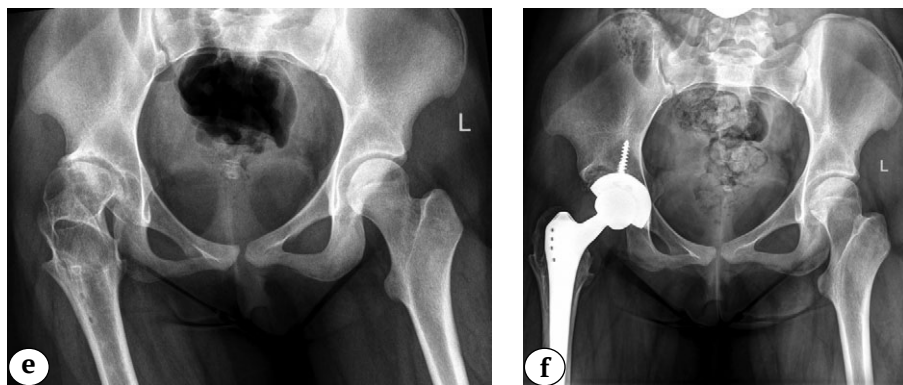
(e, f). Серия рентгенограмм тазобедренных суставов пациента 16 лет с правосторонним коксартрозом 3-й стадии в результате лечения ЮЭГБК:
